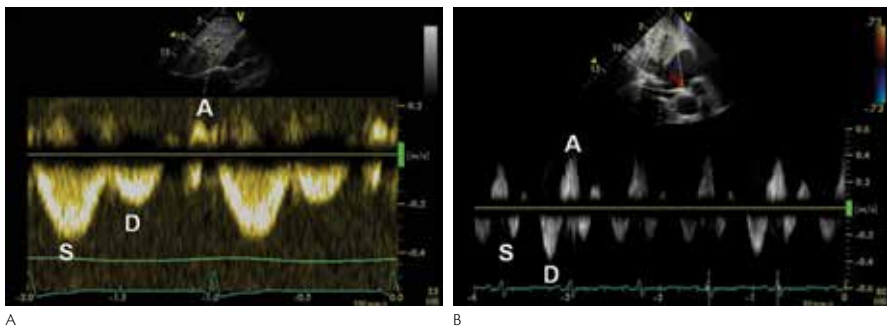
Hepatic vein Doppler flow tracing in a normal subject, with a prominent systolic component (A), and in a patient with increased right atrial pressure (B) S, systolic component; D, diastolic component; A, retrograde flow after right atrial contraction.
